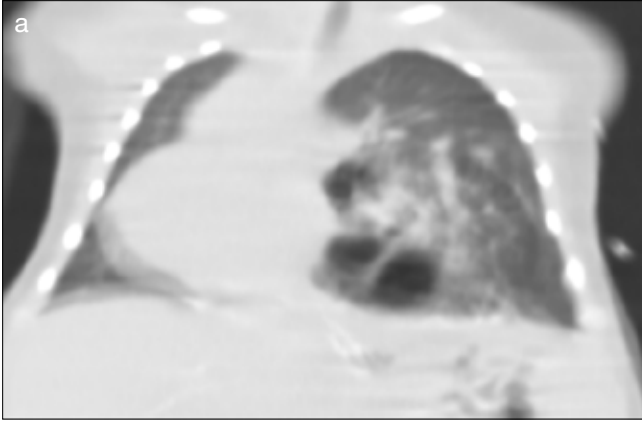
a,b. Toraks BT (a) aksiyel plan (b) sagittal reformat görüntülerde kalp ön komşuluğunda sağda diafragma defekti ve herniye olmuş karaciğer lobu görülmektedir
